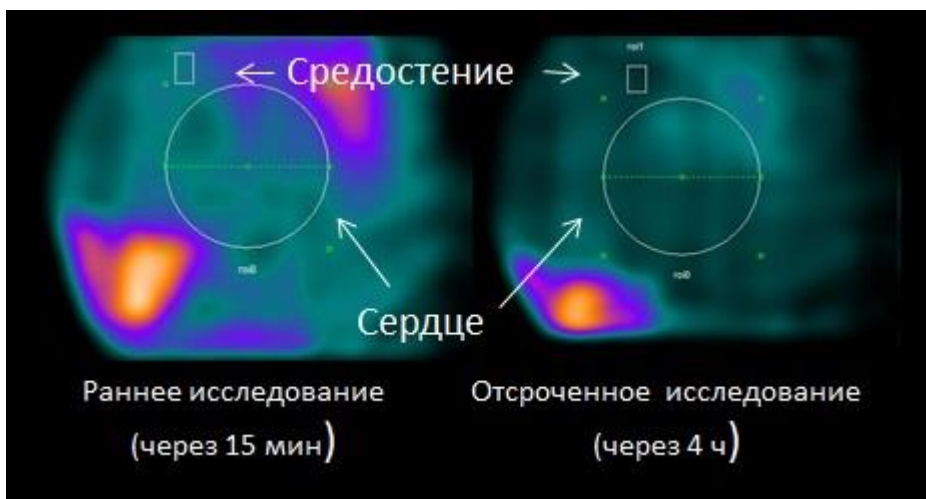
Планарные изображения по данным сцинтиграфии миокарда с  $^{123}\text{I}$ -МИБГ и выделением зон интереса
